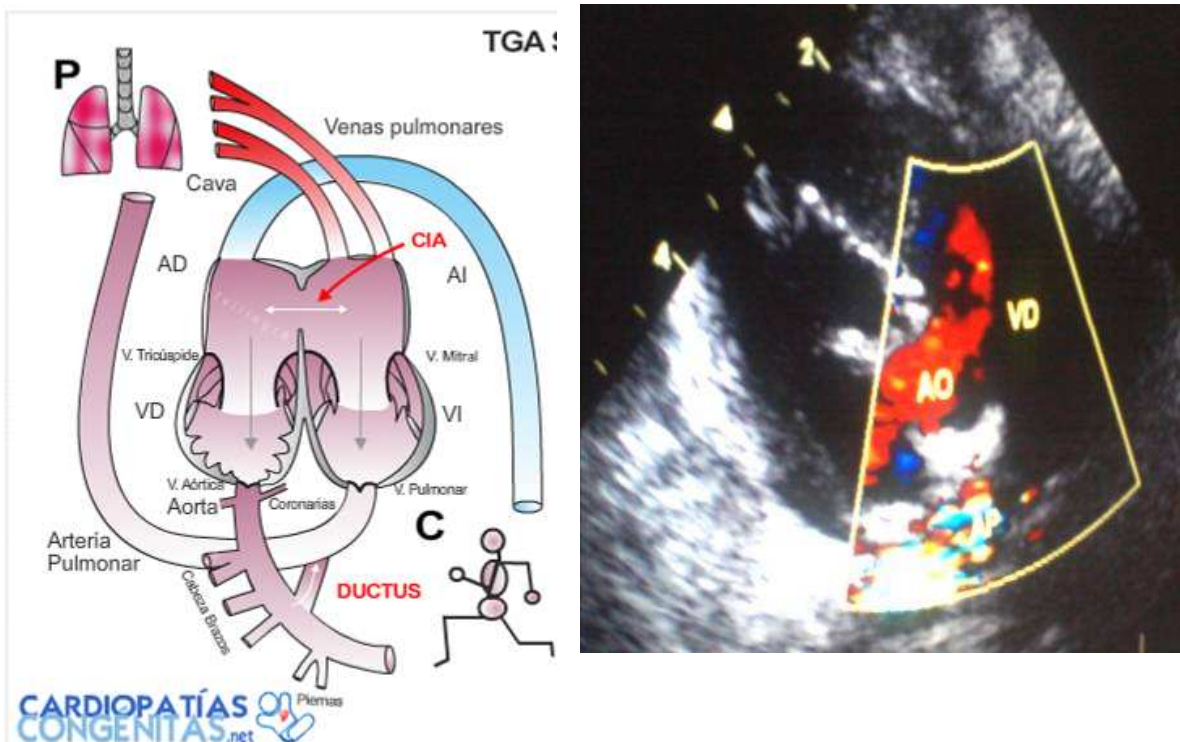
Imatge i ecografia de la TGV. En l'ecografia es veu com del ventricle dret en surt l'artèria aorta en comptes de la pulmonar.
